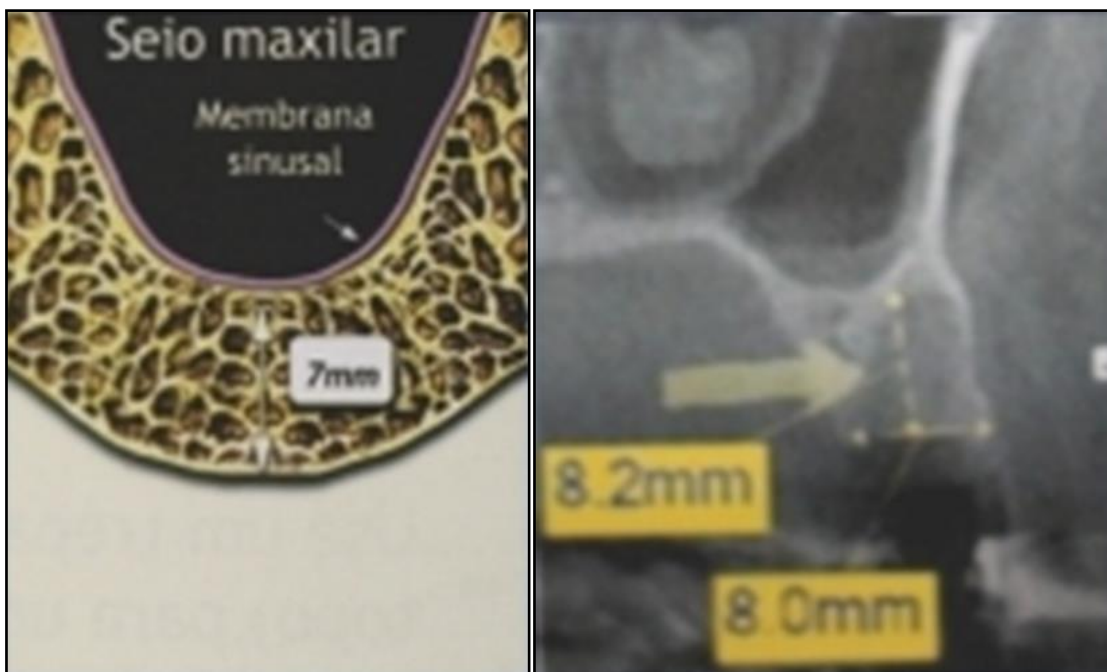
Fotografia ilustrativa e em tomografia computadorizada da avaliação da altura e espessura da crista óssea.
